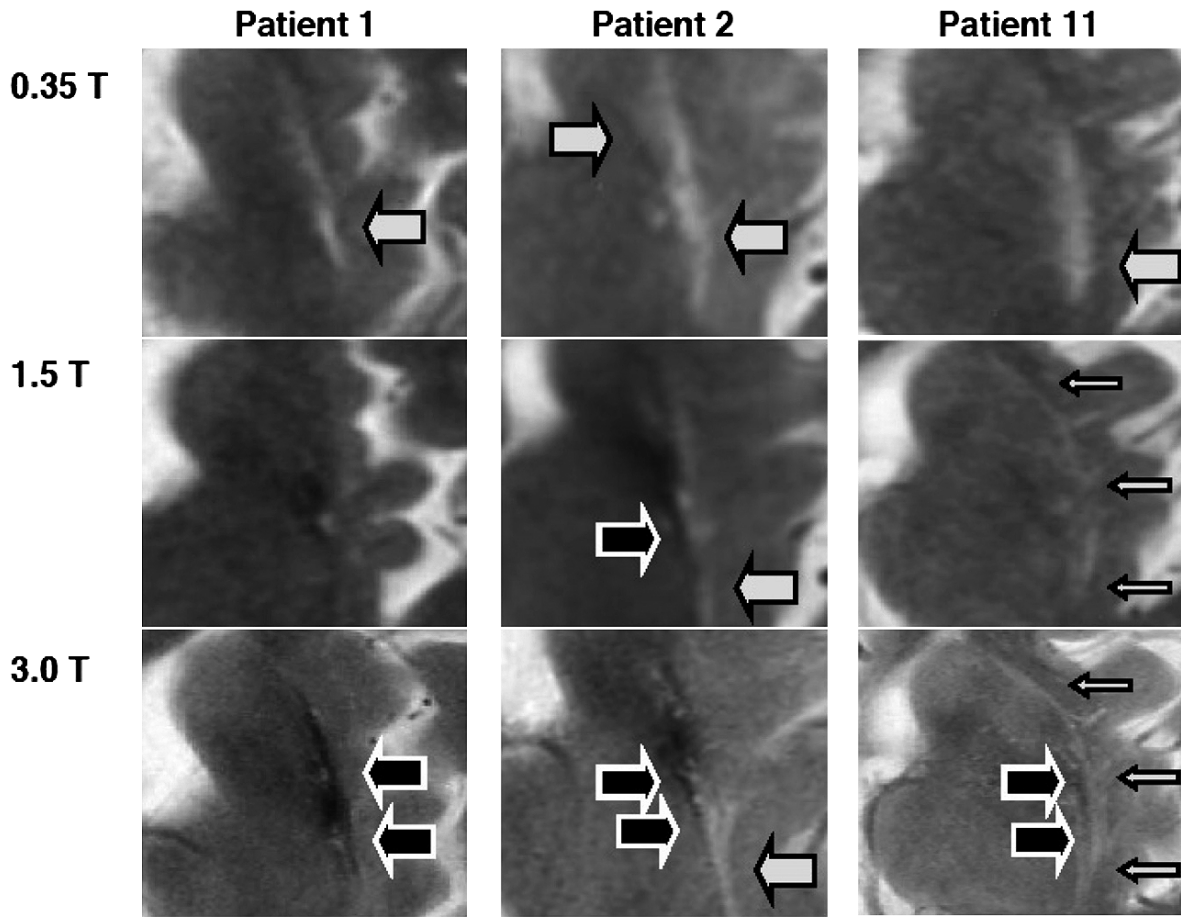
Putaminal Magnetic Resonance Imaging Features at Various Magnetic Field Strengths in Multiple System Atrophy.
